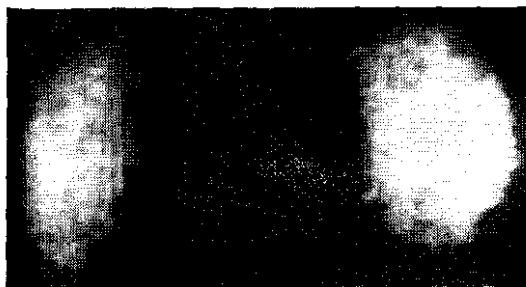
Статическая сцинтиграмма почек того же больного (^{197}Hg -промеран).
